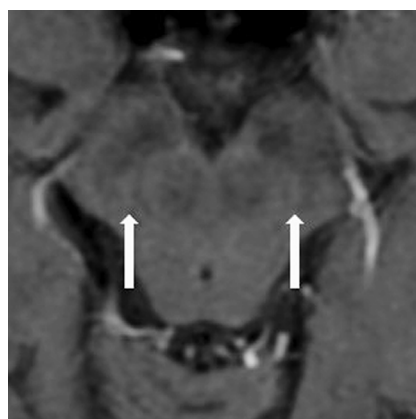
Результаты МРТ структур среднего мозга с использованием тонкослойного обзорного протокола 2 мм, визуализация нигросомы-1 с обеих сторон (указано белыми стрелками)
